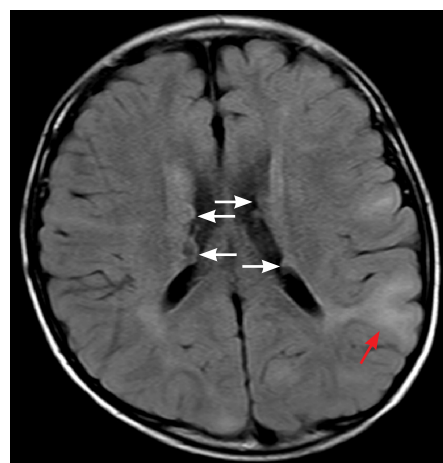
患儿的头颅MRI表现 患儿男,5岁,基因检测证实为TSC。MRI-FLAIR像显示双侧室管膜下可见突向脑室腔的多发不规则结节,呈稍高信号,直径约5~10 mm不等,为室管膜下结节(白箭头所示);左侧侧脑室后角可见向皮质延伸的楔形病变,呈稍高信号,为皮质发育不良(红箭头所示)。
